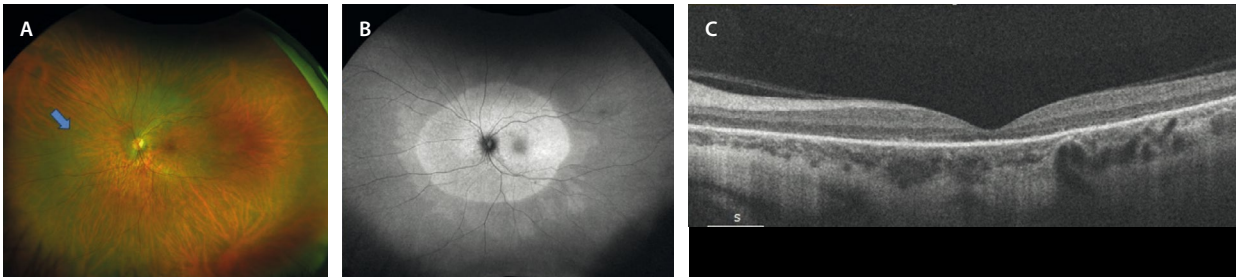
Retinopatía externa aguda anular en una mujer de 39 años. A) En la retinografía de campo amplio, la flecha azul muestra un halo tenue en la periferia media nasal que delimita la lesión de la retina externa. B) La imagen de la autofluorescencia muestra una lesión hiperautofluorescente oval en torno al nervio óptico. C) En la tomografía de coherencia óptica se observa atrofia de la retina externa.
